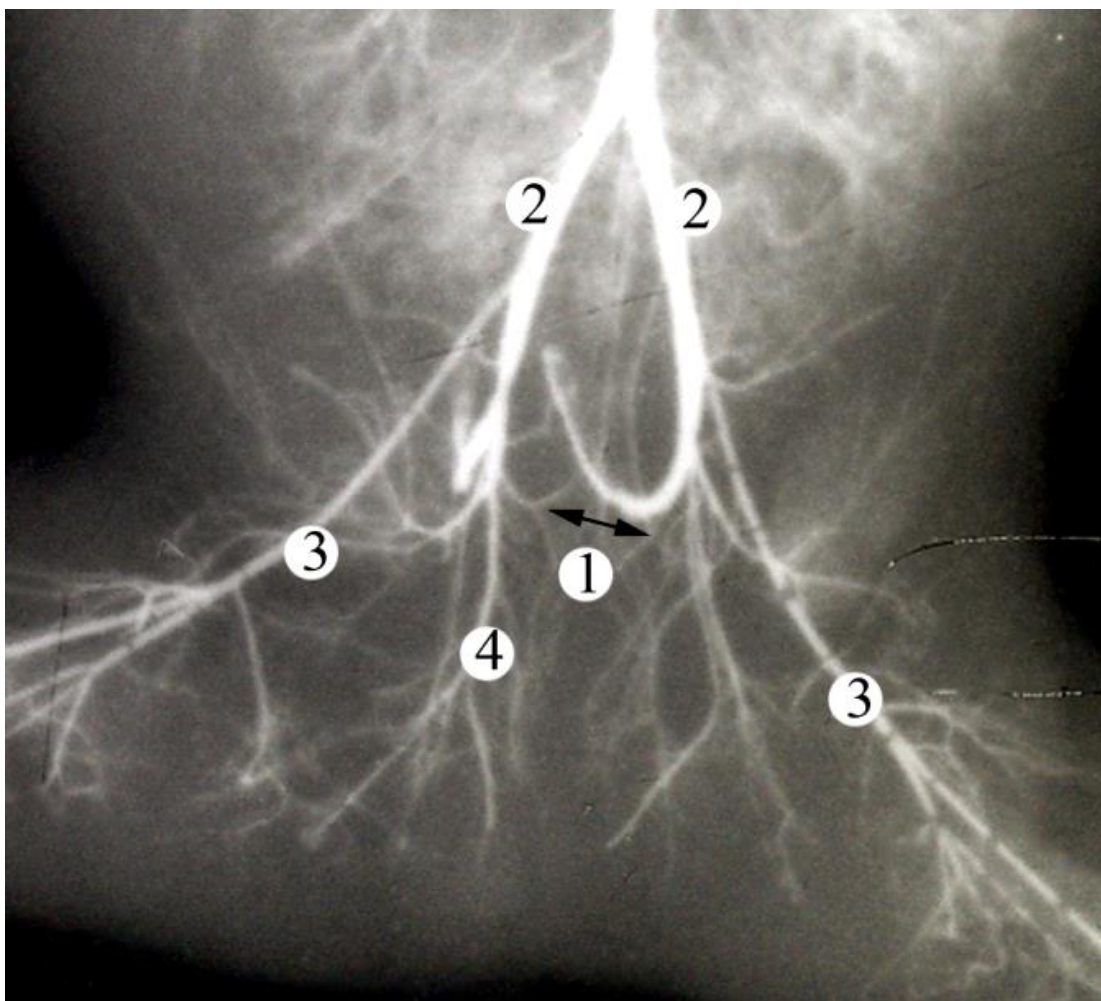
Фоторентгенограма артерій таза плода 290,0 мм ТПД (вигляд ззаду). 3б. 1,0°: 1 – відстань між дихотомічним поділом середніх прямокишкових артерій; 2 – загальні клубові артерії; 3 – зовнішні клубові артерії; 4 – ліва внутрішня соромітна артерія.
